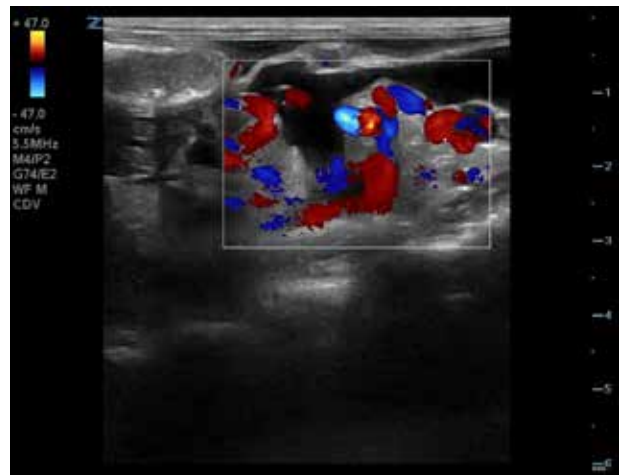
Imagen ecográfica en un corte transversal de la paciente con Doppler color donde se observan múltiples vasos anómalos y tortuosos caudomedial al riñón izquierdo (rectángulo).
